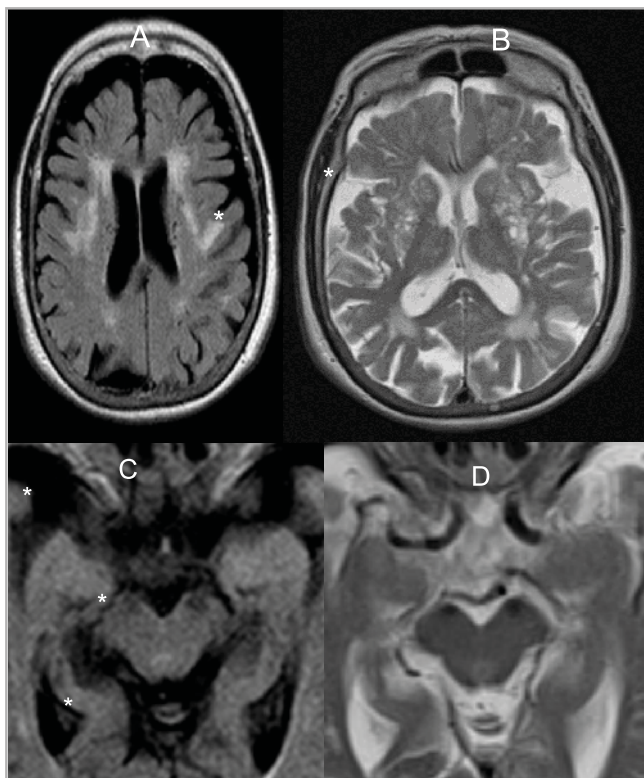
Изменения, характерные для болезни Паркинсона по данным структурной МРТ: А — T2 FLAIR ВИ, аксиальный срез на уровне семиовальных центров: мелкие единичные лакуны (стрелки), сливные дисциркуляторные очаги в белом веществе (звездочки); В — T2 ВИ, аксиальный срез на уровне базальных ядер: множественные расширенные периваскулярные пространства (стрелки), диффузное уменьшение объема лобных, теменных и затылочных долей (звездочки) на фоне расширения ликворных пространств; С — T2 FLAIR ВИ, аксиальный срез на уровне ножек мозга: сглаженность дифференцировки компактной части черной субстанции, снижение интенсивности МР-сигнала от нее, левее (стрелка), при сохранном объеме структур среднего мозга; D — T2 ВИ, аксиальный срез на уровне ножек мозга: аналогичные изменения (стрелка) при сохранном объеме структур среднего мозга
